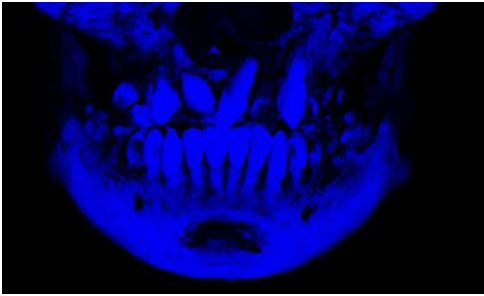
顎裂部における三次元骨構造解析のための術前・術後CBCT画像の重ね合わせ
